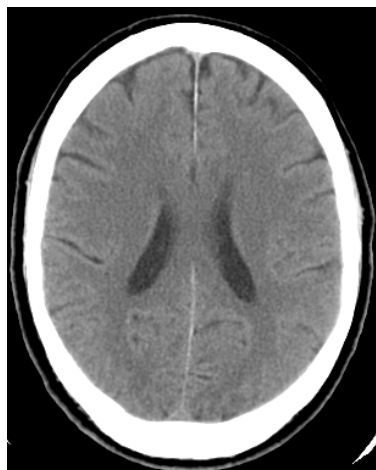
TC crânio-encefálica, corte axial, não revelando alterações significativas.
